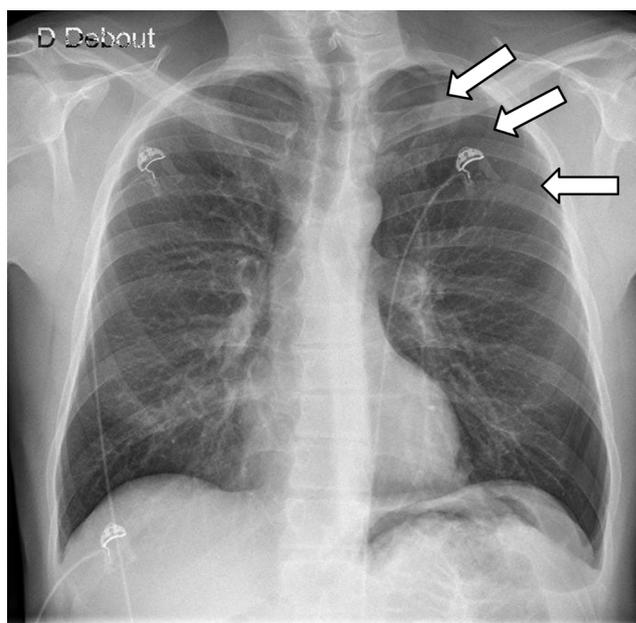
Radiographie thoracique de face : pneumothorax gauche de faible abondance. On visualise une hyperclarté en croissant à l'apex gauche avec une discrète ligne bordante (flèches)
